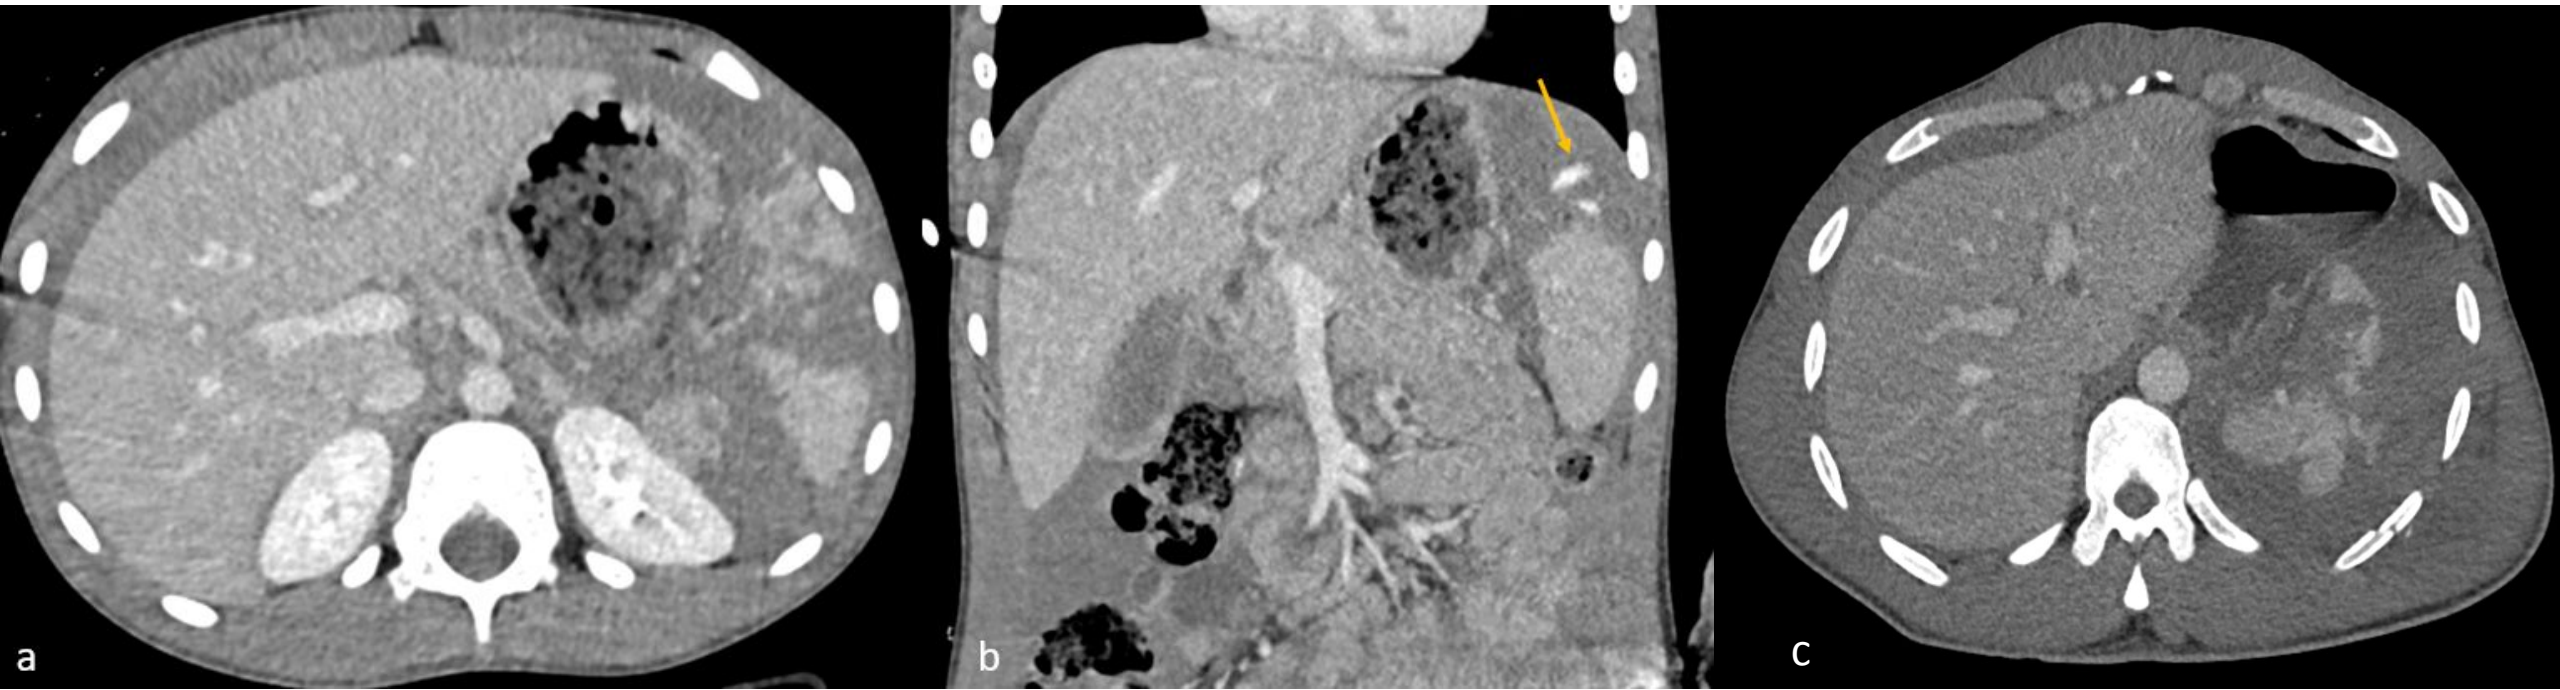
(a–b) TC multifásico axial: laceración esplénica ~3 cm que alcanza la cápsula con foco de sangrado activo intraparenquimatoso (AAST IV). Sin hematoma subcapsular ni hemoperitoneo.
